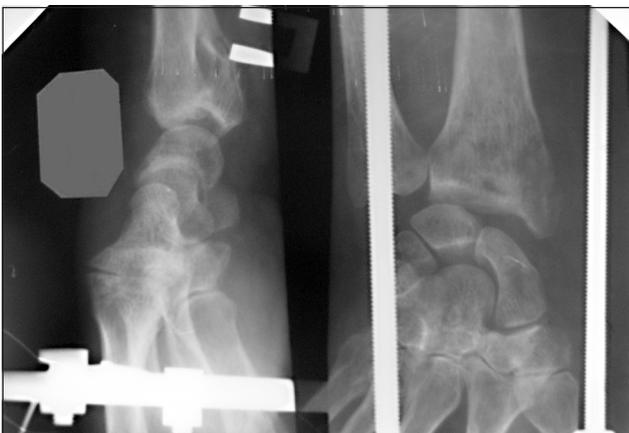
Фотоотпечатки рентгенограмм правого лучезапястного сустава пациентки Ч. после операции дистракционного остеосинтеза
